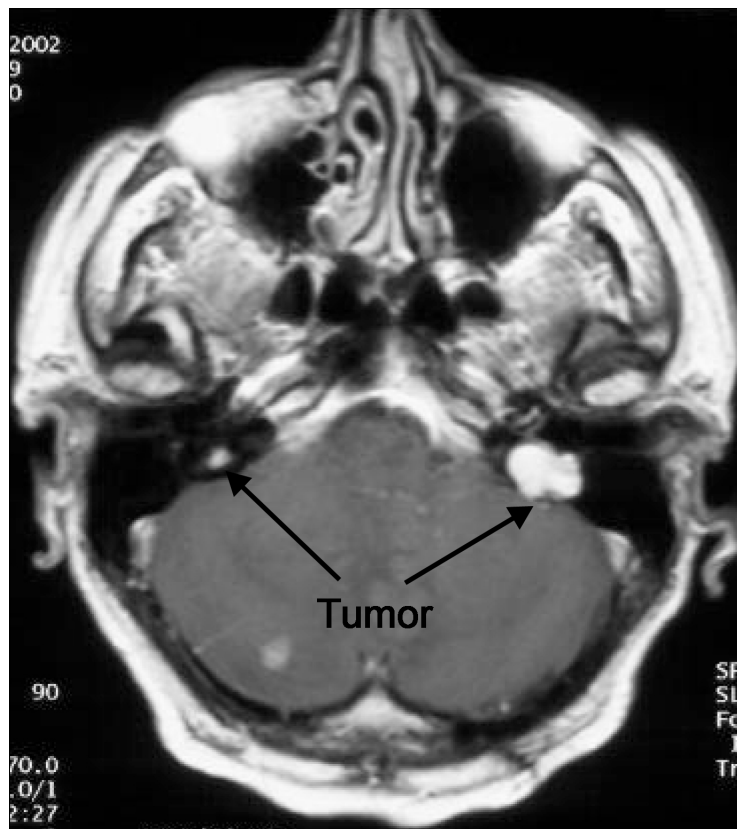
ELST beidseits bei einem Patienten mit VHL-Erkrankung. Die Tumoren stellen sich in der Kernspintomographie mit Kontrastmittel weiß dar. Der größere der beiden Tumoren hat bereits zu einer Ertaubung des betroffenen linken Ohres geführt.
